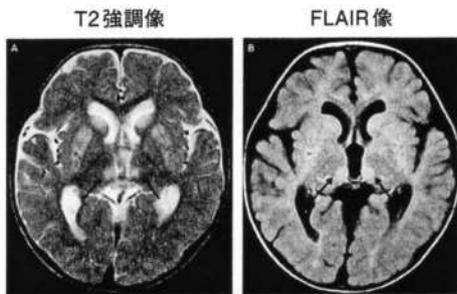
再入院時(17病日)の頭部MRI所見(視床内側)
